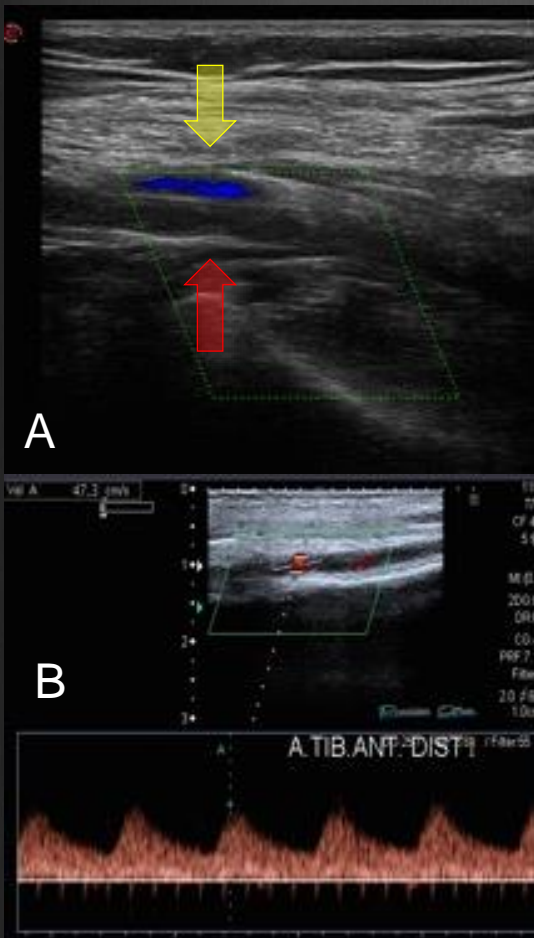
Paciente masculino de 71 años quién consultó por cuadro de dolor en la cara posterior de la pierna izquierda durante la marcha. A. EcoDoppler que evidencia arteria poplítea disminuida de calibre (flecha roja), con material ecogénico intraluminal, sin evidencia de flujo en su interior al examen color, compatible con oclusión crónica. Obsérvese el flujo de la vena poplítea (flecha amarilla). B. Doppler espectral del lecho distal (arteria tibial anterior) donde se identifica un flujo monofásico post-oclusivo de baja resistencia.
